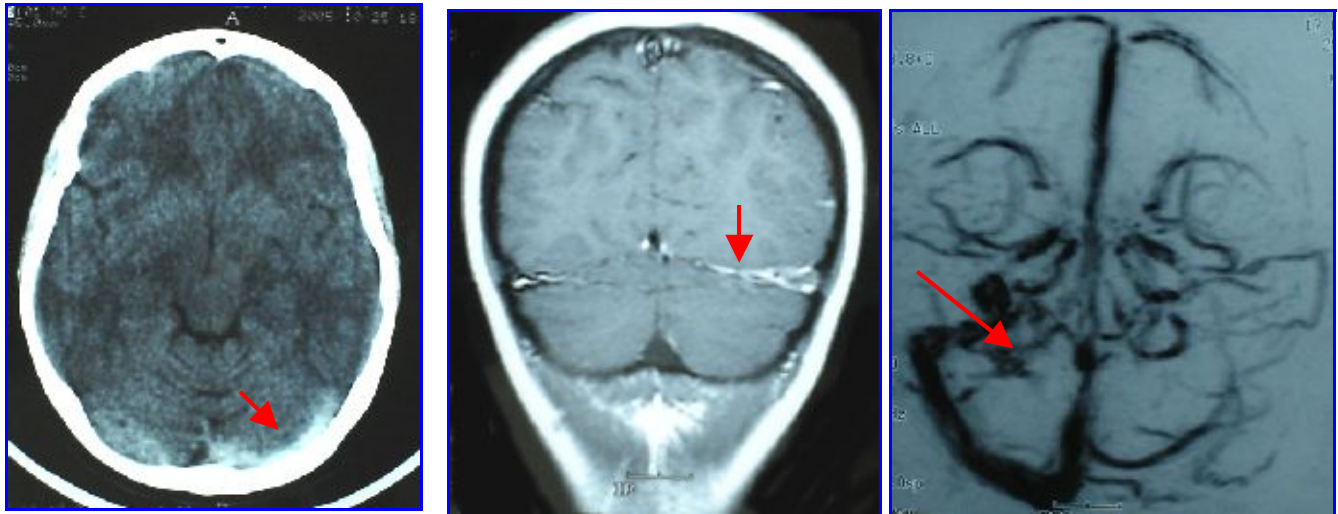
Trombosis venosa del seno transversal izquierdo. A la izquierda, TAC de cráneo en la que se observa el refuerzo posterior provocado por la trombosis venosa. En el centro, RMI donde se observa la tinción con gadolinio de la vena trombosada. A la izquierda, imagen de sustracción de la angioresonancia donde se observa la ausencia del retorno venoso en el seno transversal izquierdo.
